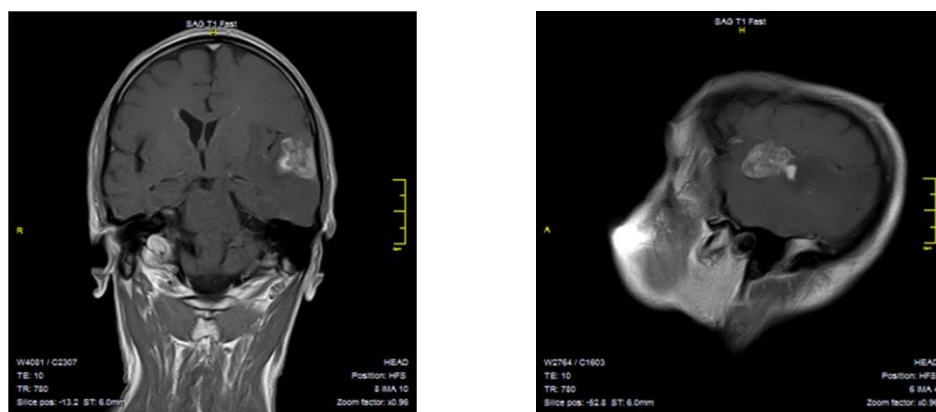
МРТ-изображение головного мозга больного с глиомой височной доли, полученное с использованием контрастирующего вещества
